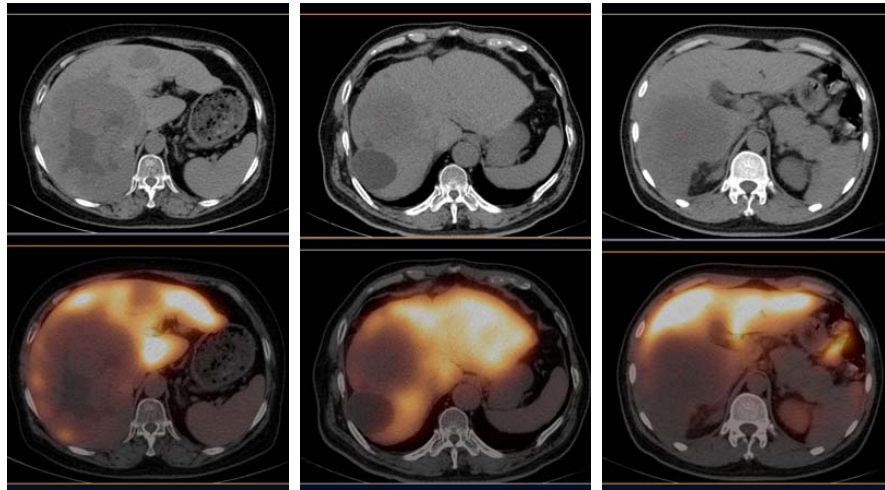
肝血管瘤、高分化肝癌和低分化肝癌^{99m}Tc-GSA SPECT/CT的图像比较。左：肝右叶大血管瘤，左叶相对较小血管瘤，CT示病灶边界清晰，肝右叶病灶密度不均，^{99m}Tc-GSA呈不均匀摄取，避开中心低密度坏死灶测得T/L=0.290；中：肝右叶高分化肝癌灶，并肝内多发低密度囊肿，肝癌灶边界尚清晰，有一定的^{99m}Tc-GSA摄取，T/L=0.100；右：肝右叶低分化肝癌灶，边界欠清晰，病灶放射性摄取明显低，T/L=0.058
